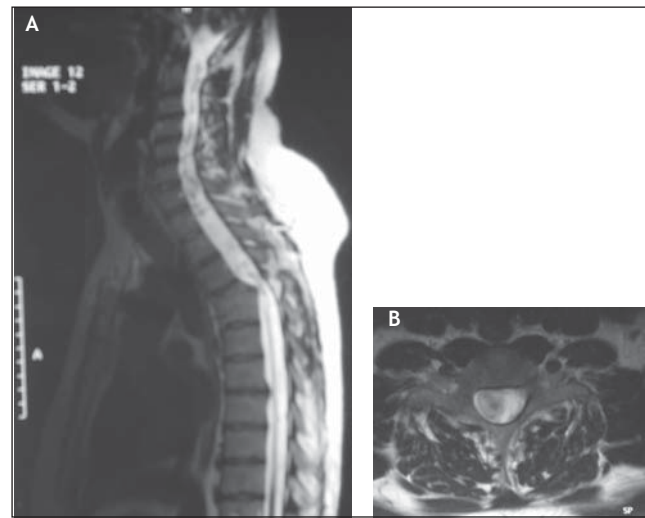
IRM médullaire : syringomyélie post-traumatique du patient. A : coupe sagittale ; B : coupe transverse.
